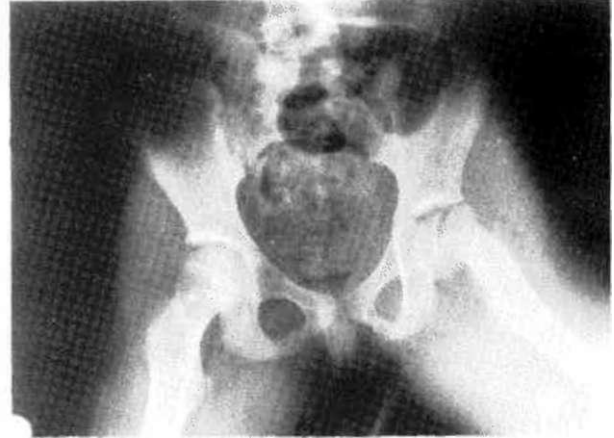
Pelvis grafisinde osteoporoz, sağ femur boynu kırığı ve sol femur proksimalinde destrüksiyon görülmektedir.
